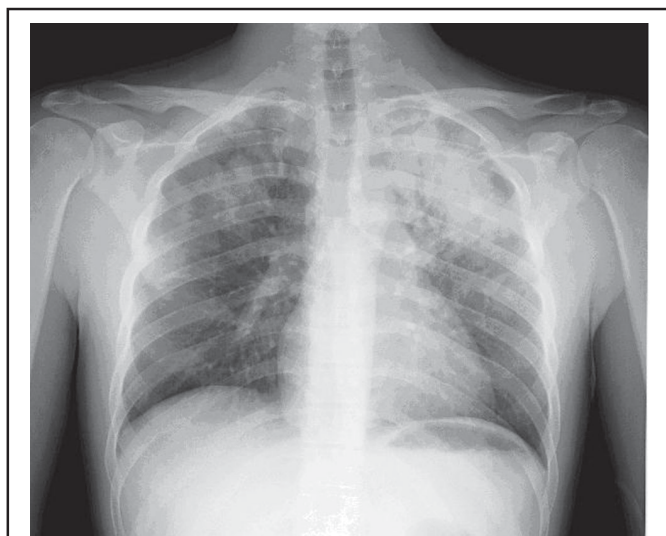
Radiographie thoracique à l'admission.
